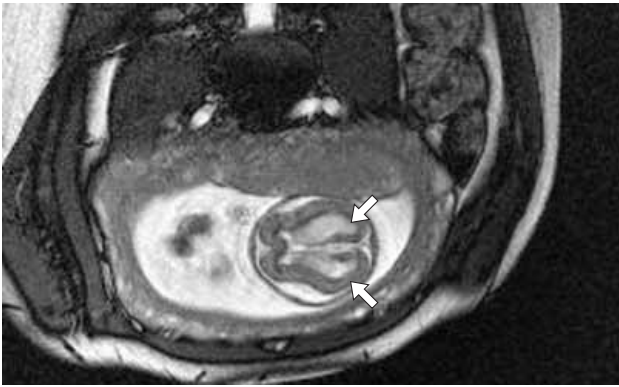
МРТ плодов на 24–25 нед беременности, true FISP в коронарной проекции. Монохориальная моноамниотическая двойня. Внутриутробная гибель и мацерация одного плода. Плацентит (утолщенная плацента отмечена стрелкой), многоводие, взвесь в околоплодных водах. Гепатомегалия живого плода на фоне общей его гипотрофии с умеренной гипоплазией головного мозга.
